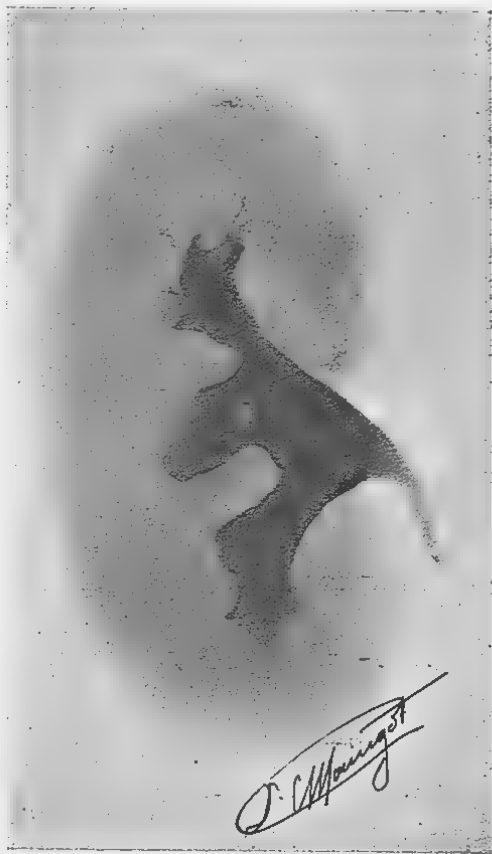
Radiographie de bassinnet, injecté au vermillon.
